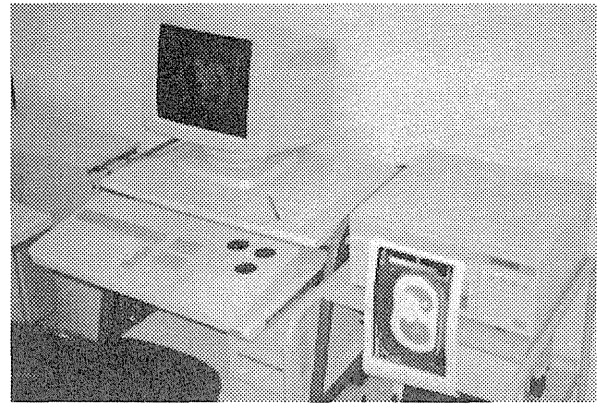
読影コンソール (DC-1) 及びCT画像出力用感熱式プリンター
